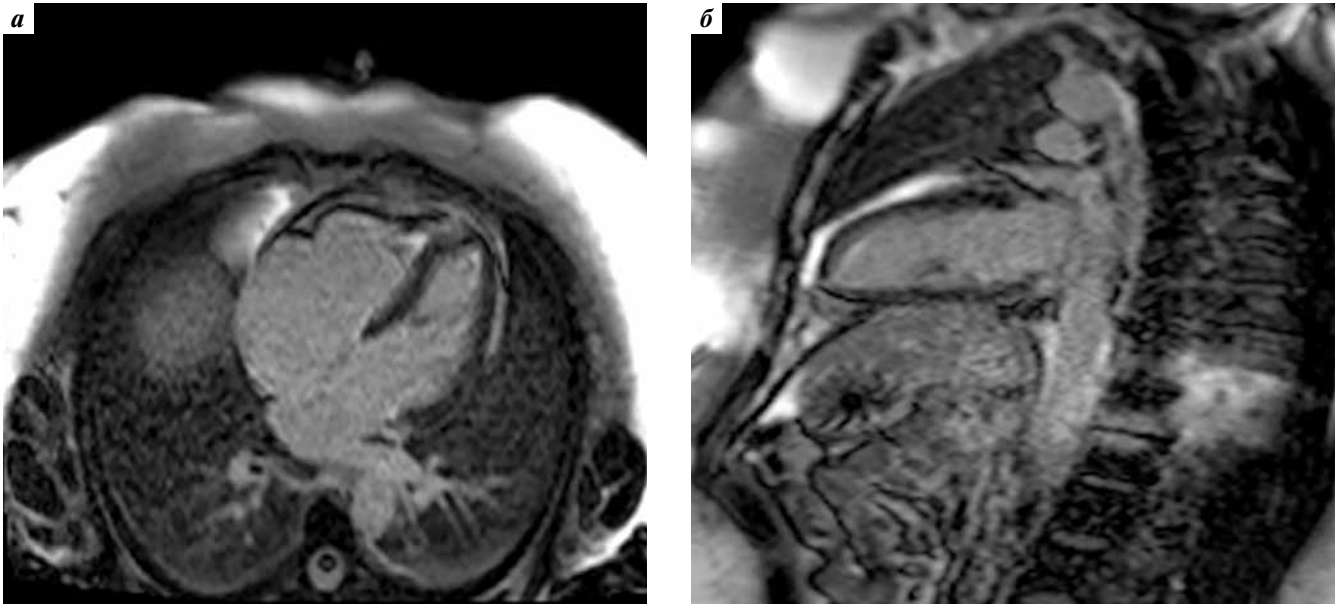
Магнитно-резонансная томография сердца: а – фиброз верхушки правого желудочка; б – фиброз верхушки левого желудочка
